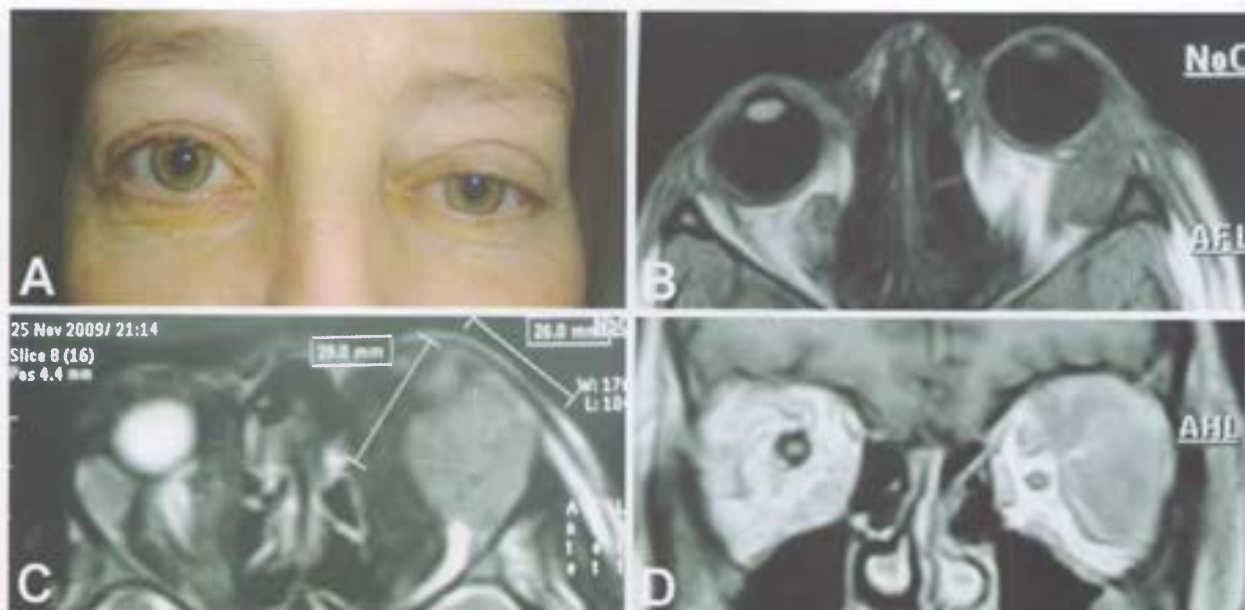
Caso 2. A. Paciente de 52 años con edema palpebral y lesión orbitaria con efecto de masa en el ojo izquierdo. B. Resonancia magnética, T1 axial, donde se observa lesión orbitaria izquierda hipo intensa de localización posteroexterna. C. Resonancia magnética, T2 axial, donde se observa una lesión orbitaria izquierda, hipointensa, nodular y algo heterogénea que provoca efecto de masa y protusión del globo ocular hacia abajo y afuera. D. Resonancia magnética, corte coronal donde se observa lesión nodular hipointensa, heterogénea y posteroexterna.
